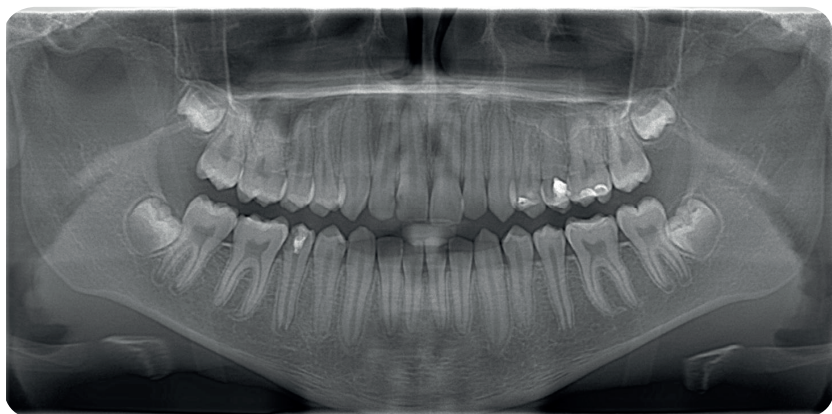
Ортопантомограмма ребенка 12-ти лет
